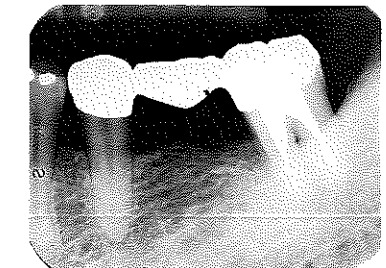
術後5カ月のX線写真。7の近心の骨の状態がやや改善しているようにみえる
